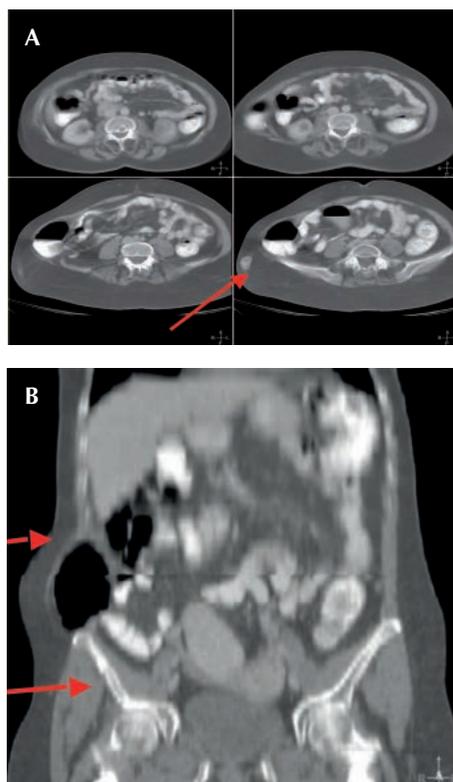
Estudio mediante tomografía de la hernia traumática lumbar inferior (A y B). El saco herniario, que contiene ciego, protruye por un defecto fascial, y se contiene por los músculos oblicuos. A: hematoma calcificado como resto antiguo del traumatismo. B: hernia de tipo difuso, pues se origina desde la última costilla hasta la cresta ilíaca.
